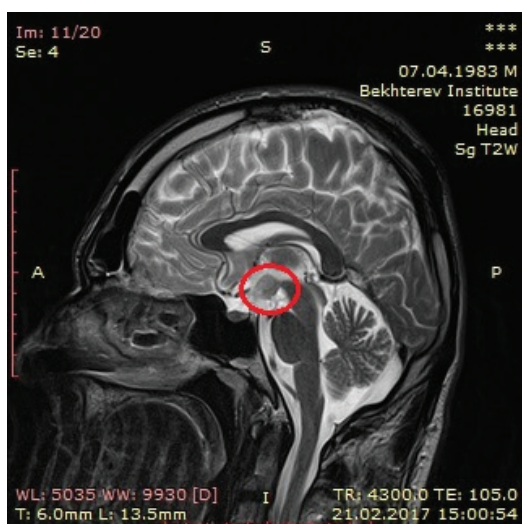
МРТ пациента с гипоталамической гамартомой.
